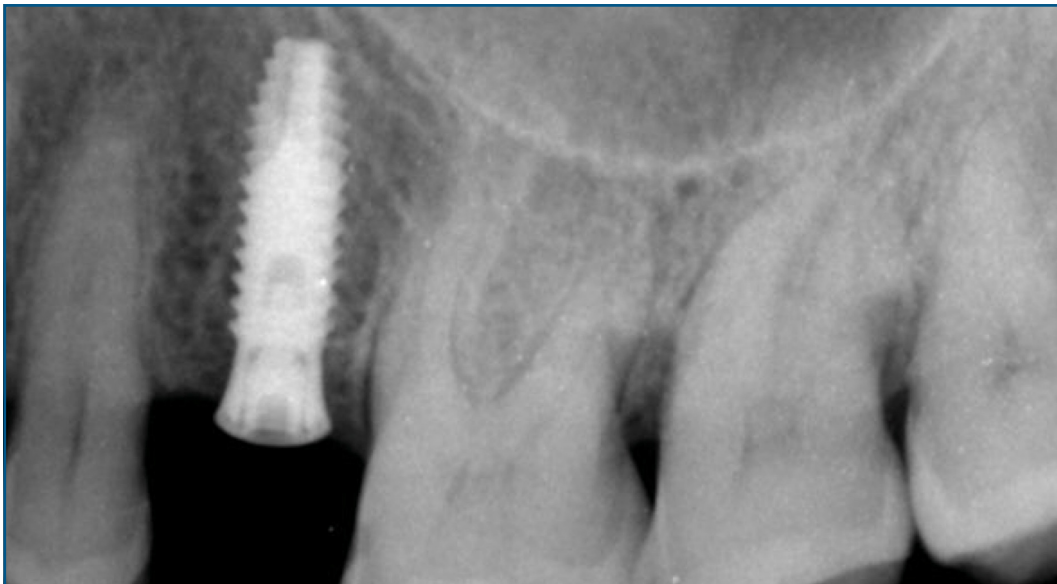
Radiografía periapical de control.
